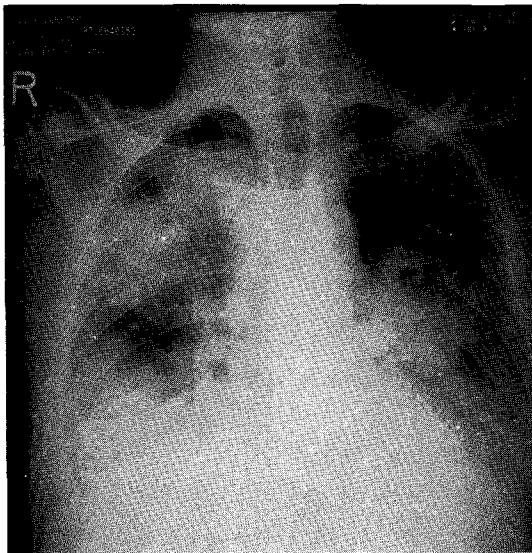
Follow-up chest radiograph, 6 days later, shows conglomerated infiltrations in both lung fields.
